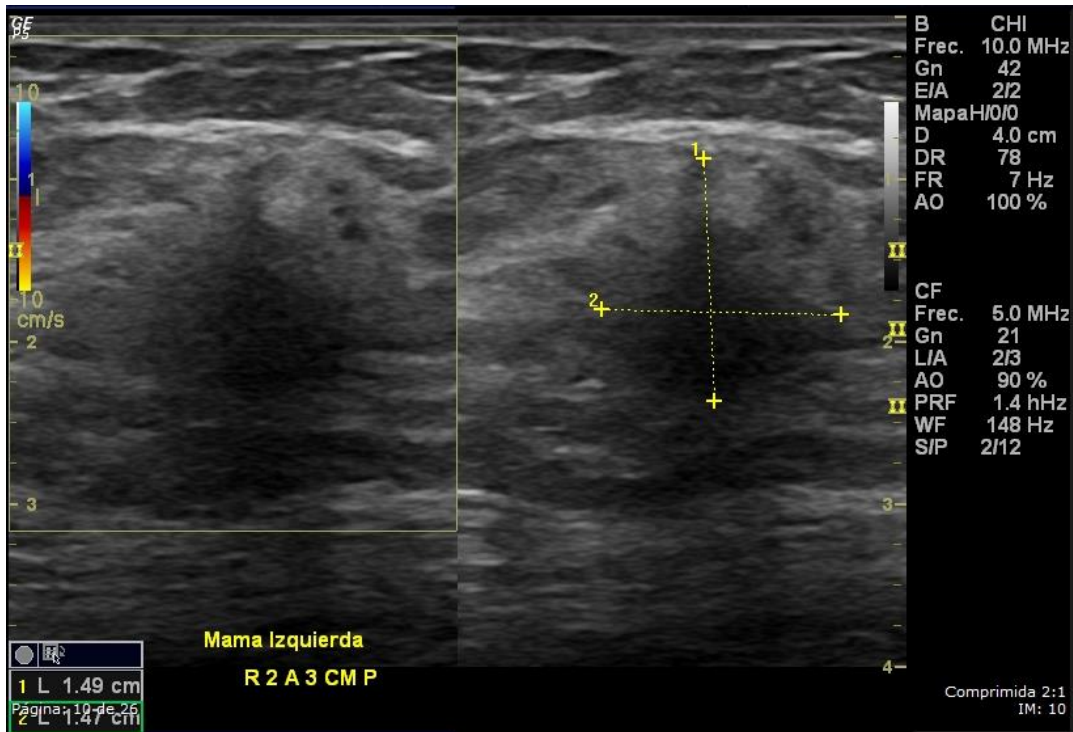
Carcinoma ductal invasivo grado 2 en una mujer de 39 años. Ultrasonido mamario que muestra una masa de forma irregular, orientación no paralela, margen indistinto, hipoecoica y sombra posterior. Ésta masa fue categorizada como BI-RADS 5.
